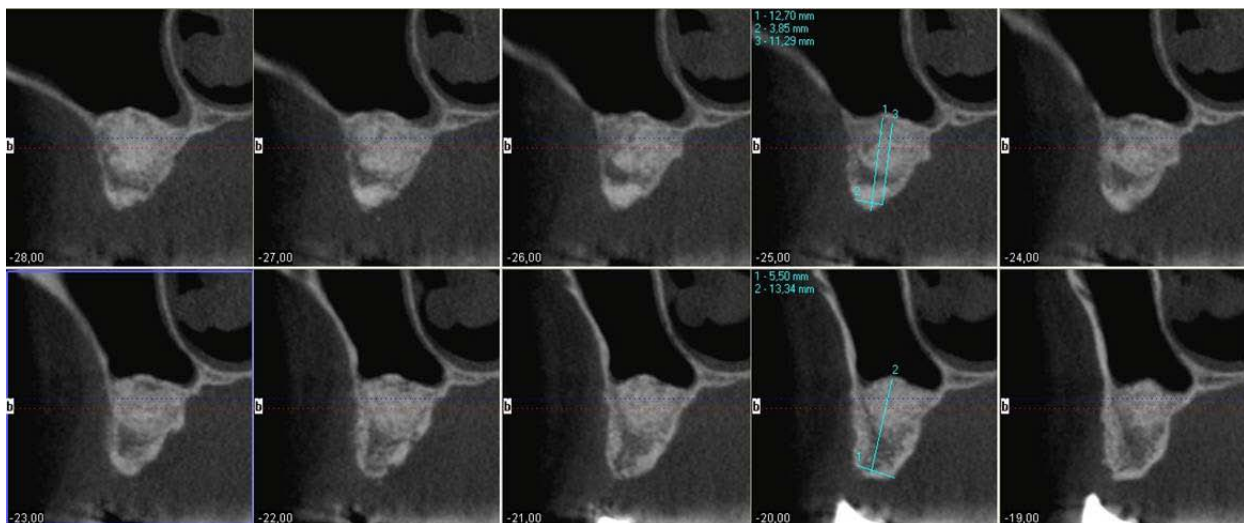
Конусно-лучевая КТ. Кроссекции альвеолярного отростка верхней челюсти. Высокий результат синус-лифтинга
